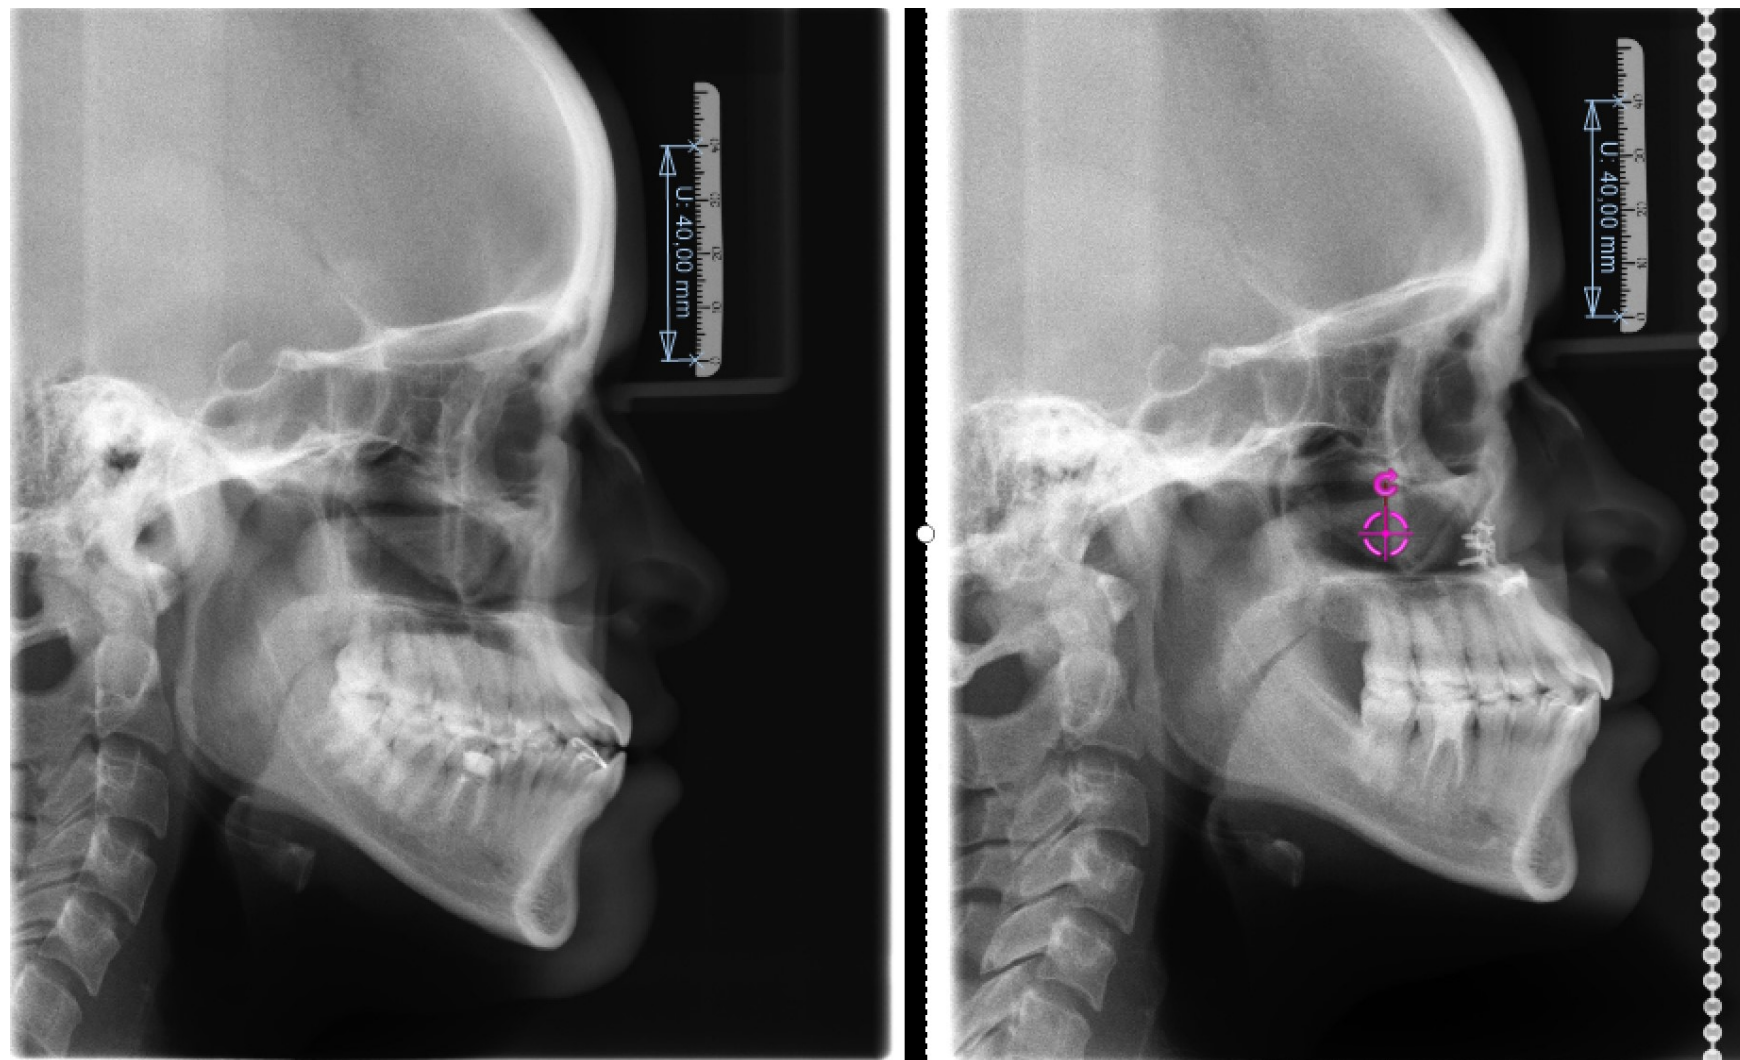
Caso 4: Comparação lado a lado da telerradiografia diagnóstico (esquerda) e pós-operatória (direita)
